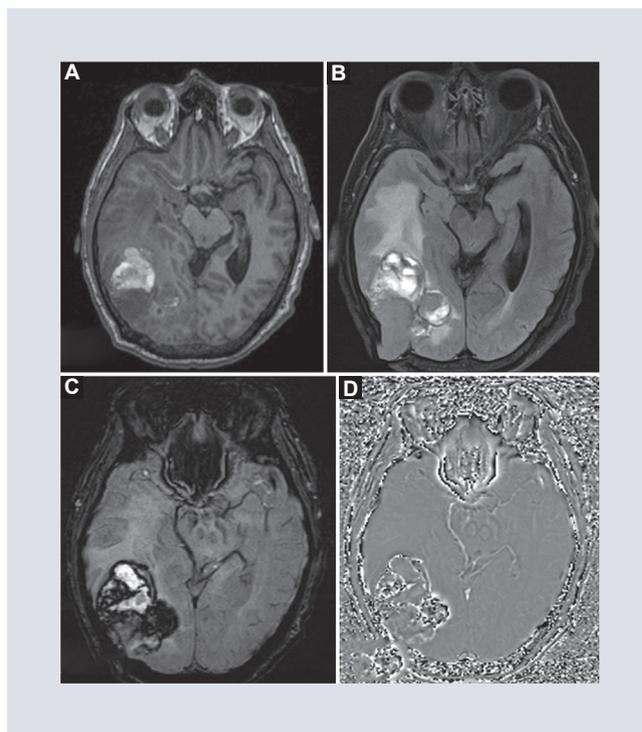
Cortes axiales de resonancia de encéfalo simple. A: secuencia de T1 con masa heterogénea con zonas hiperintensas. B: T2 con evidencia del extenso edema perilesional. C: secuencia de susceptibilidad. D: en fase con zonas hipointensas en relación con hemorragia y melanina.
